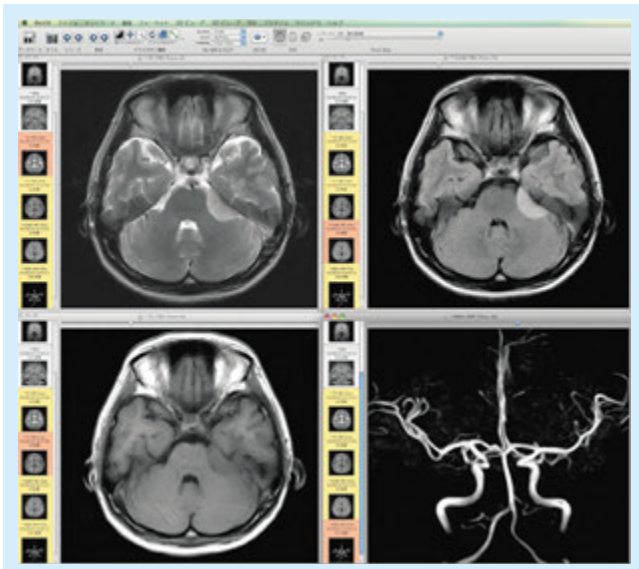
46才女性、左小脳橋角部腫瘍(MRI診断髄膜腫)(症例4)
